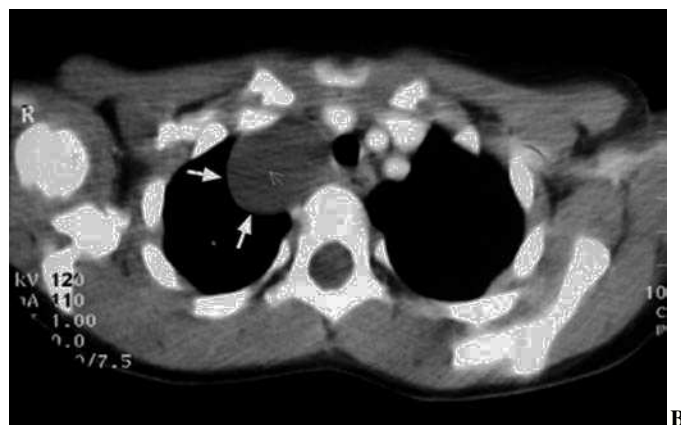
Duplicación esofágica quística. A) Placa de tórax que muestra un ensanchamiento mediastínico superior derecho producido por una masa mediastínica (flechas). B) En el mismo paciente, la TC con contraste i.v. pone de manifiesto una masa de densidad agua y paredes finas, adyacente a la tráquea y el esófago (flechas).
